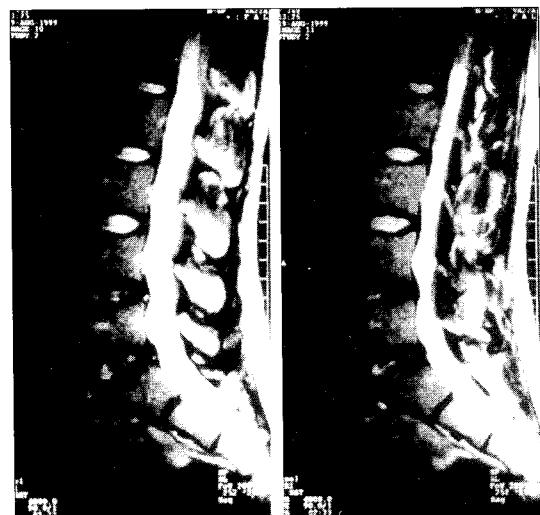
Sagittal magnetic resonance image shows mild bulging of discs in L4-5, L3-4 and L5-S1 levels.
